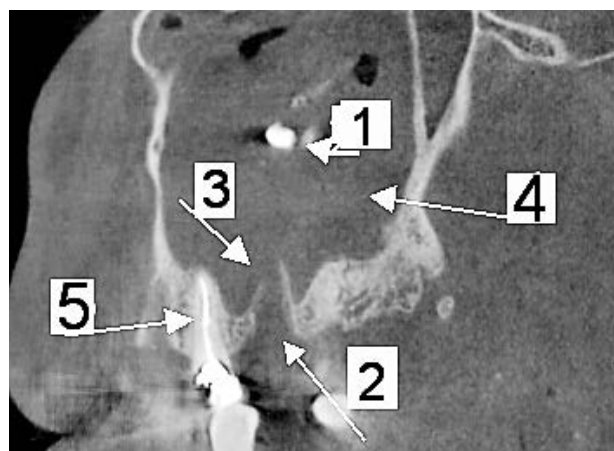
Снимок саггитального среза конусно-лучевой томограммы верхней челюсти пациента со смешанной формой ятрогенного верхнечелюстного синусита слева. Обнаружен пломбировочный материал (корневой герметик) в проекции верхнечелюстного синуса (1). Костные стенки лунки удаленного зуба сохранены (2); целостность дна синуса нарушена – отсутствует костная перегородка между гайморовой пазухой и лункой удаленного «причинного» зуба (3). Затемнение синуса за счет выраженного отека (экссудация) слизистой оболочки (4). Тень эндогерметика в корневом канале премоляра (5)
